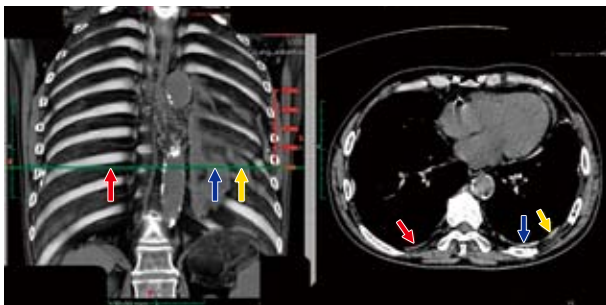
(左) 胸膜プラークと肋間静脈のCT3次元表示法
